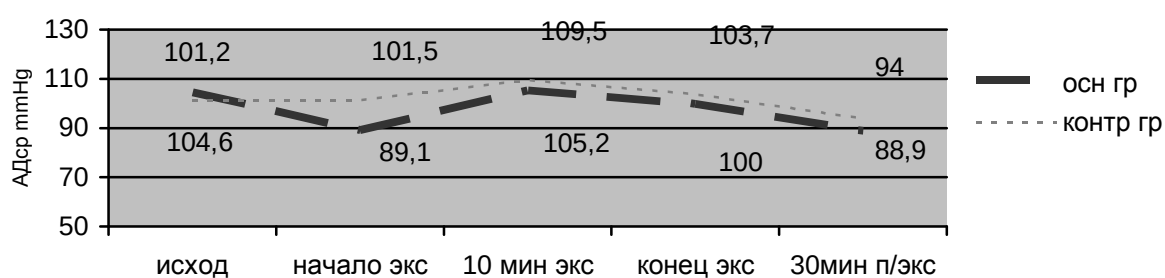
4 Динамика ЦВД и АДср в процессе эксфузии
